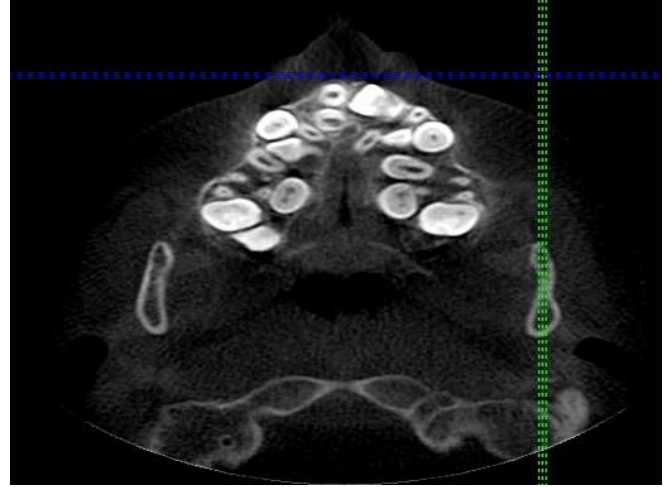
Konik ışınli bilgisayar tomografi ile sagittal kesitte süpernümerer ve gömülü dişlerin görüntüsü
